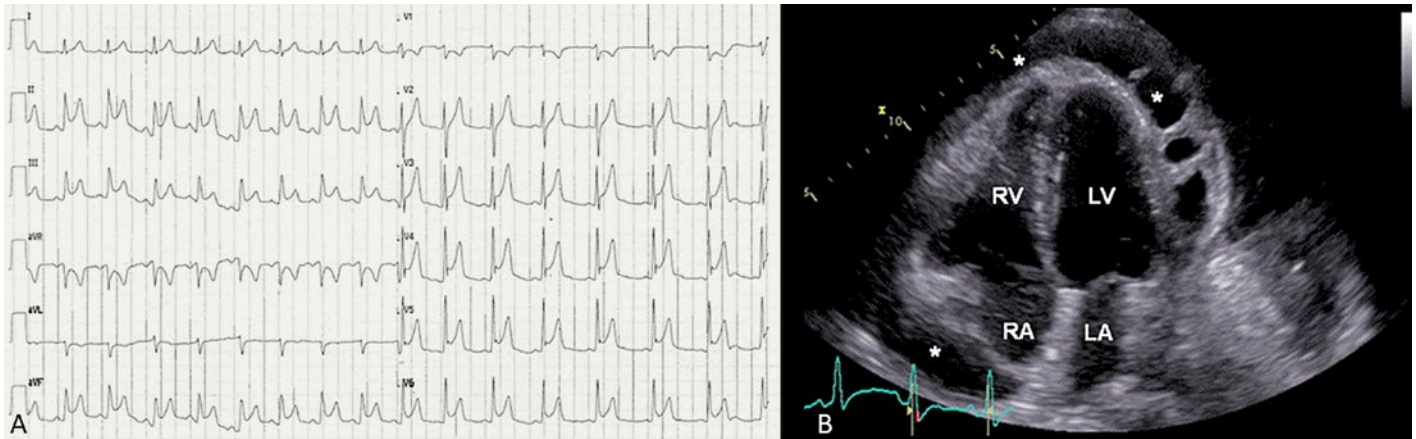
A) Elektrokardiogramm bei Myoperikarditis mit diffusen, konkaven ST-Hebungen nicht passend zu einem koronaren Versorgungsgebiet und PQ-Senkungen ausser in aVR sowie V1. B) Transthorakale Echokardiographie, Vierkammerschnitt: Nachweis eines grossen zirkulären Perikardergusses (*), der teilweise septiert ist.
